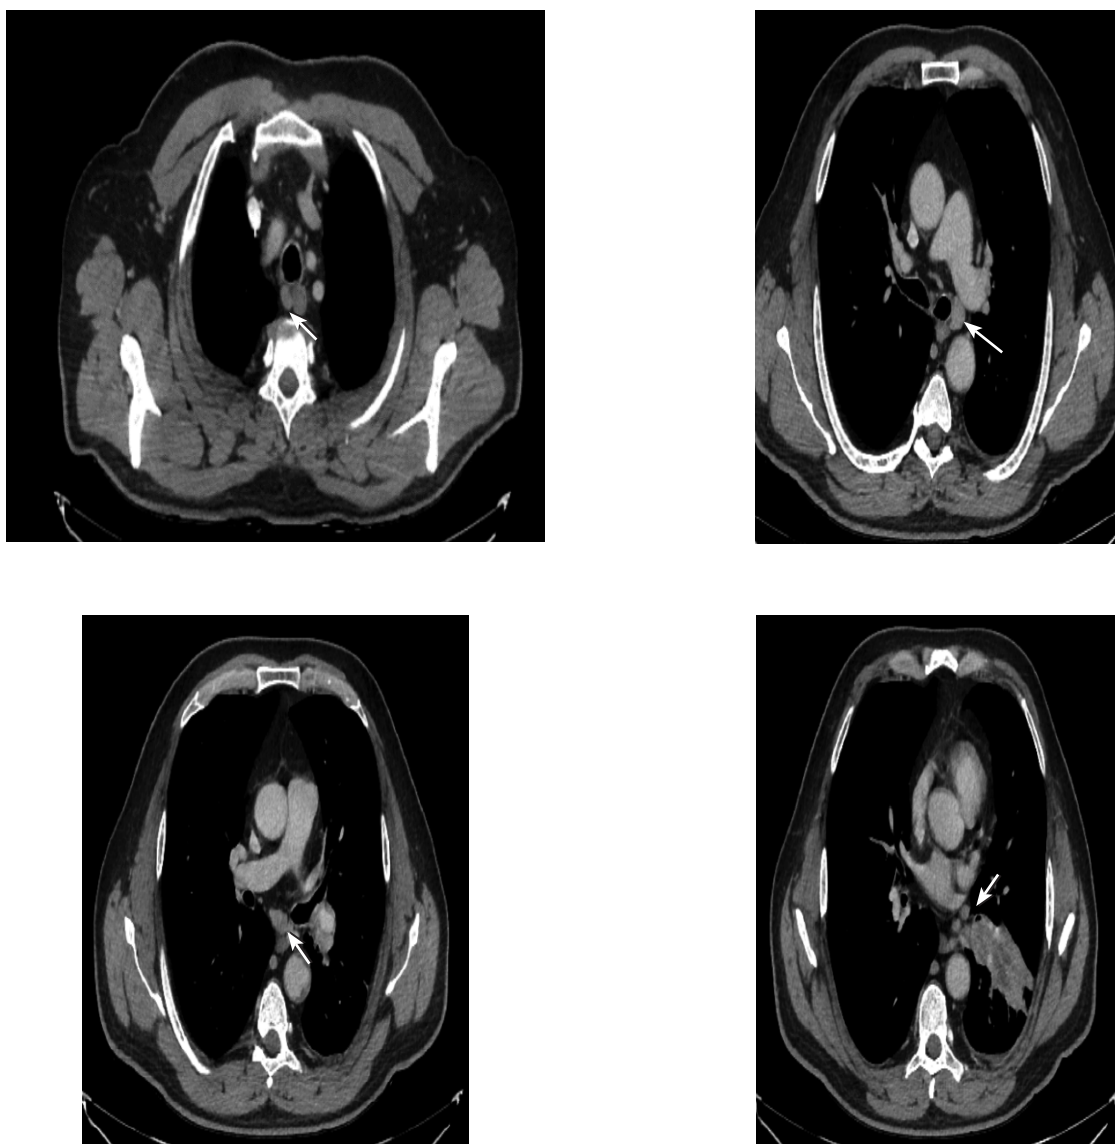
Пациент Н., 1965 г.р. КТ-картина центрального новообразования корня левого легкого с частичной обтурацией нижнедолевого бронха (визуализируется эндобронхиальный компонент), с развитием субтотального ателектаза нижней доли левого легкого, с умеренной ипси- и контралатеральной (ретротрахеальной группы лимфатических узлов справа) внутригрудной лимфоаденопатией (вторичного генеза?, воспалительного характера?; указаны стрелками). Хроническая обструктивная болезнь легких, единичные очаги в обоих легких (рекомендован КТ-контроль). Морфология: плоскоклеточный рак. Учитывая двустороннее поражение лимфатических узлов, оперативное лечение не показано
